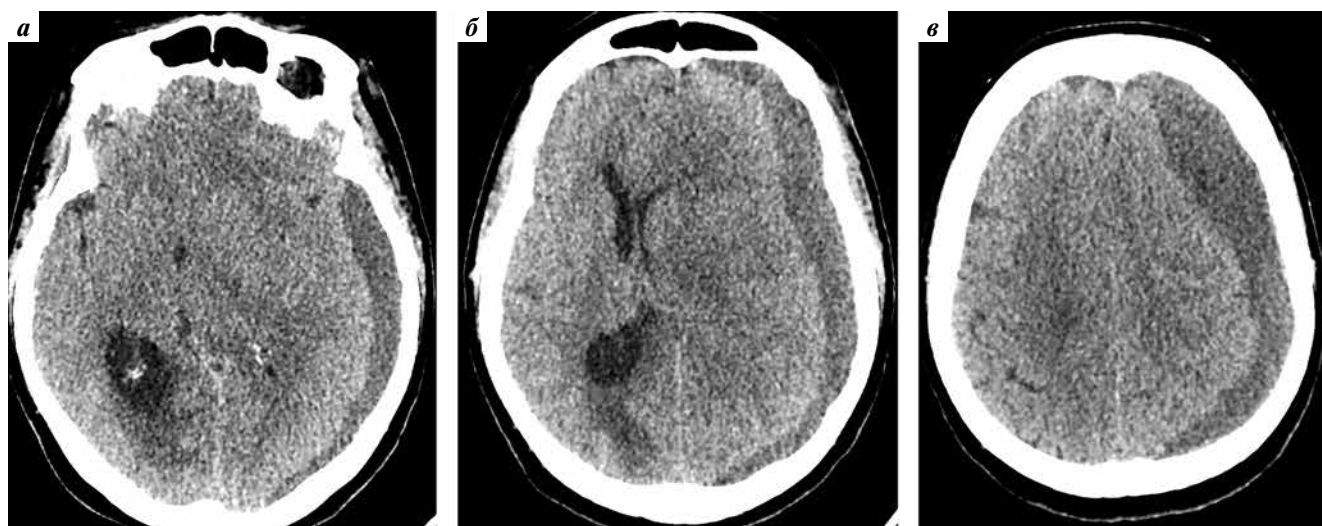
Компьютерные томограммы головного мозга пациентки до операции: а, б, в — аксиальные снимки на различных уровнях с признаками хронической субдуральной гематомы над левым полушарием головного мозга и формированием поперечной дислокации до 1,6 см
